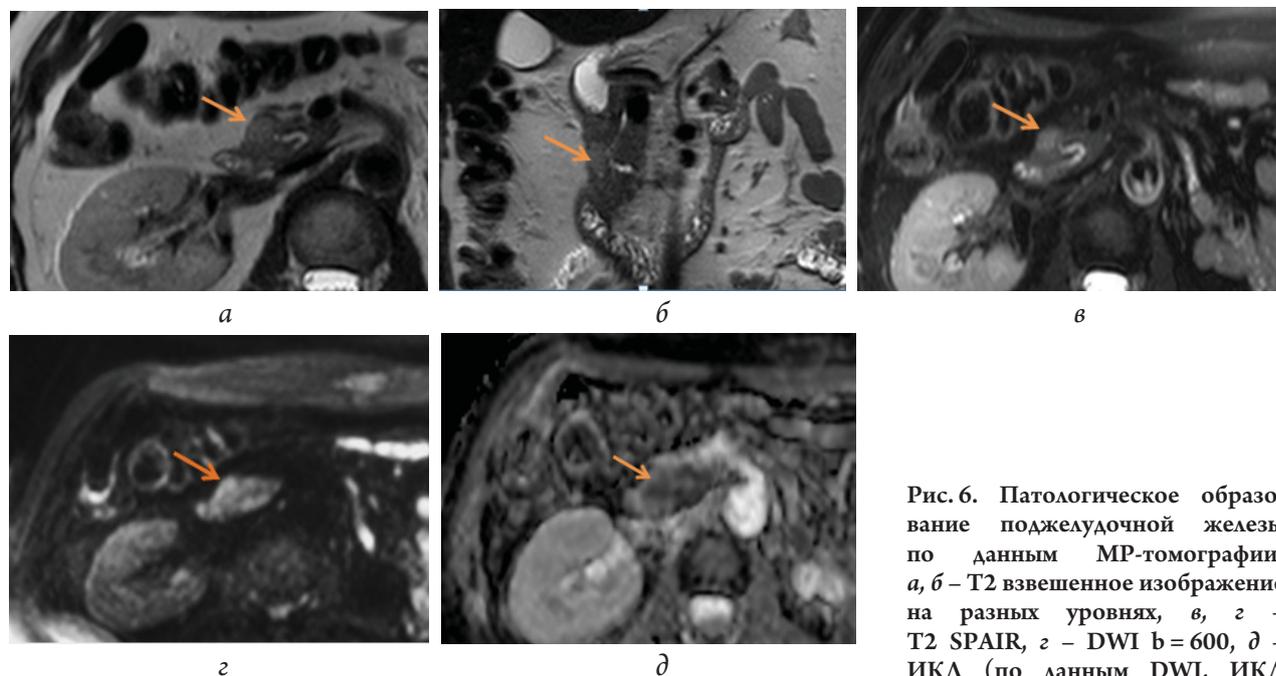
Патологическое образование поджелудочной железы по данным МР-томографии: *a, б* – T2 взвешенное изображение на разных уровнях, *в, г* – T2 SPAIR, *д* – DWI $b = 600$, δ – ИКД (по данным DWI, ИКД
